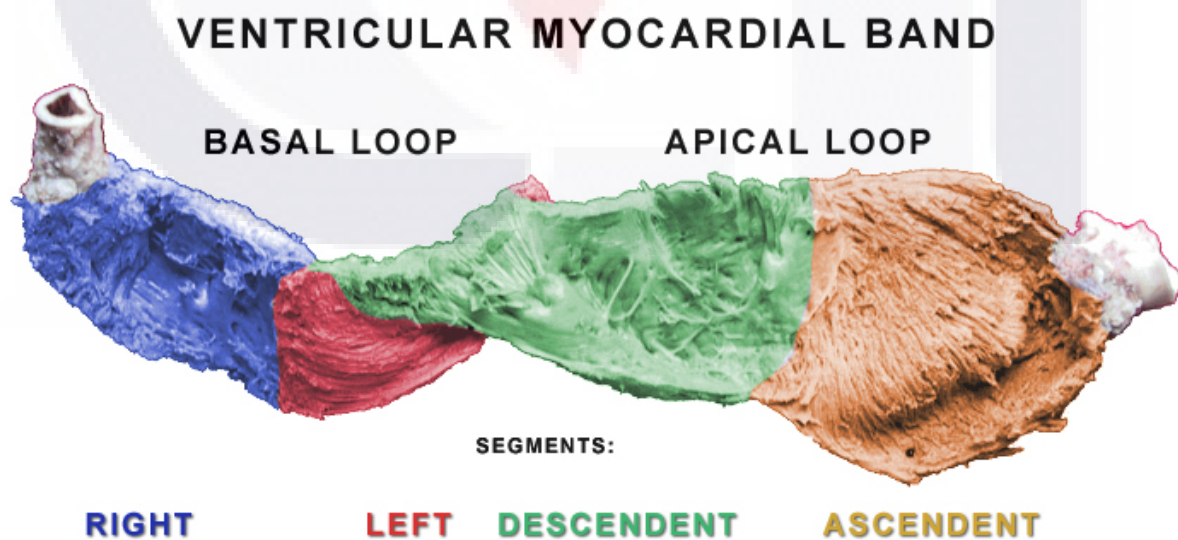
Banda miocárdica. Ecocardiografía de Feigenbaum
